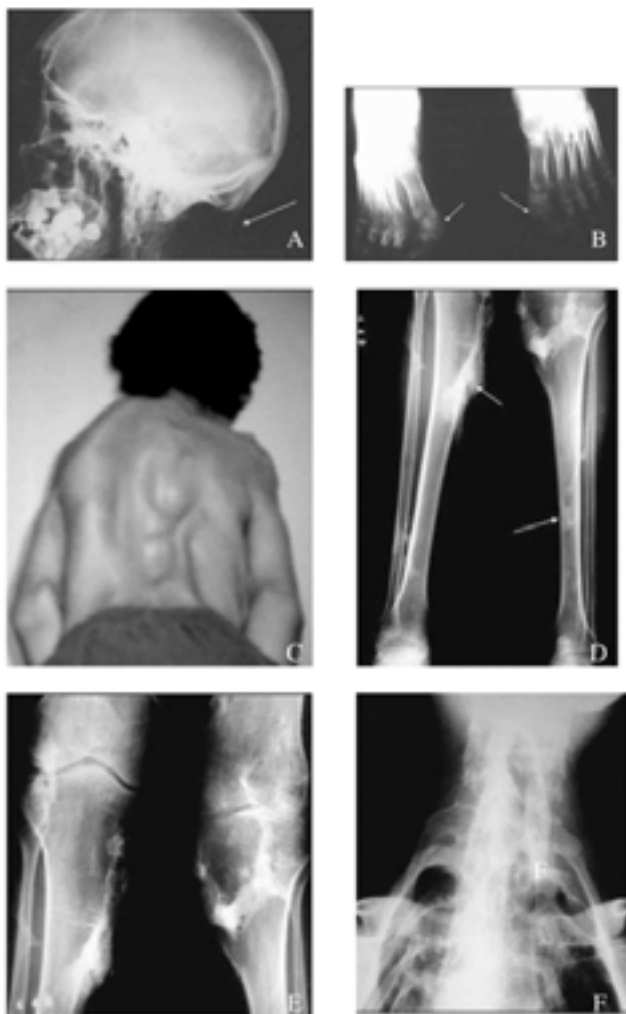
Representação das alterações radiológicas. (A) Radiografia do crânio na incidência perfil. A seta evidencia traves ósseas projetadas em partes moles do pescoço até a base cranial. (B) Radiografia dos pés na incidência anteroposterior. Anomalia congênita característica dos primeiros dedos, com encurtamento da falange proximal do hálux e valgismo (setas). (C) Foto posterior do paciente demonstrando alterações avançadas da coluna vertebral, da cintura escapular, dos ombros e dos membros superiores. (D) Radiografia das pernas na incidência anteroposterior. As setas representam ossificações difusas em partes moles da perna. (E) Radiografia dos joelhos na incidência anteroposterior. Ossificações periarticulares com anquilose das articulações. (F) Radiografia dos joelhos na incidência anteroposterior. Ossificações periarticulares com anquilose das articulações.
